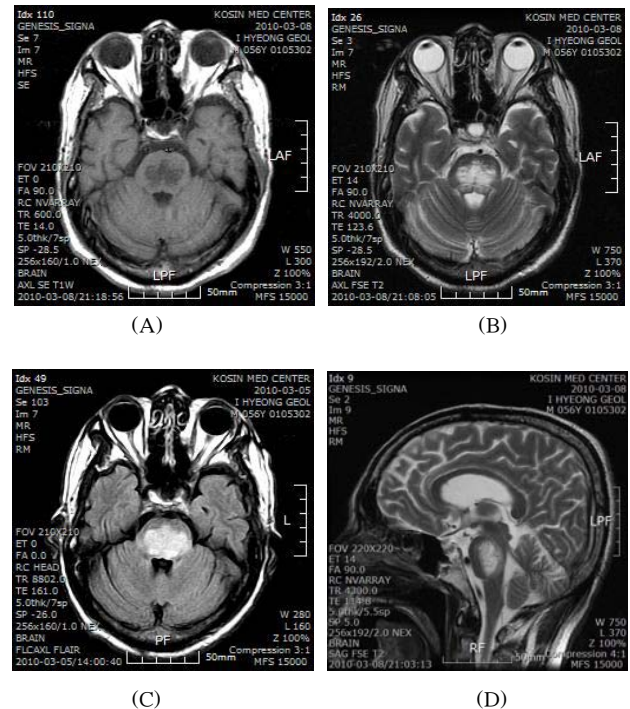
Brain T1-weighted magnetic resonance imaging shows hypointense lesion centrally located in pons (A), and T2-weighted (B, D) and FLAIR (C) magnetic resonance imagings show hyperintense lesion in same area.
